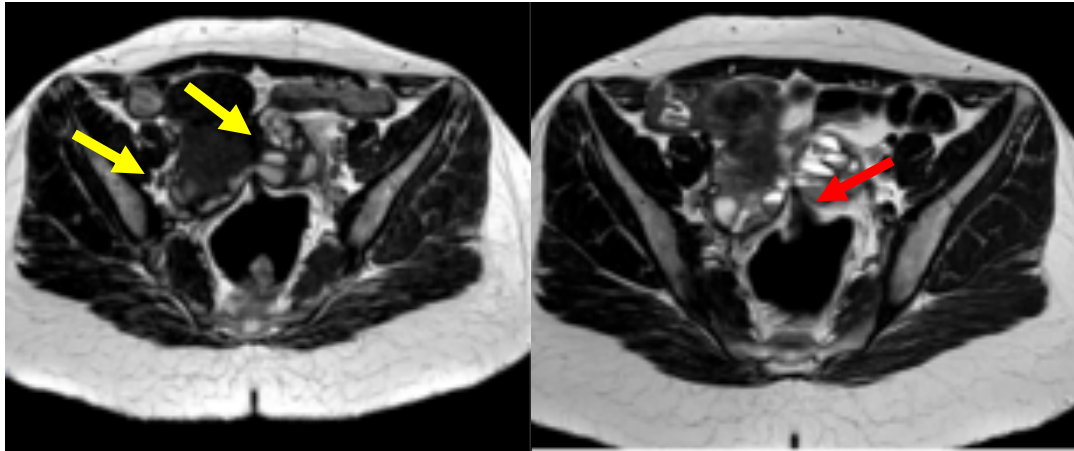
RM de pelvis con secuencias potenciadas en T2 axiales: complejo tubo-ovárico bilateral dilatado, de disposición retrouterina, que presenta múltiples niveles hemáticos en relación con hematosalpinx (flecha amarilla), en una paciente con endometriosis pélvica profunda y superficial. Además se observa una adherencia hacia la pared anterior del recto (flecha roja), que se encuentra retraída.
